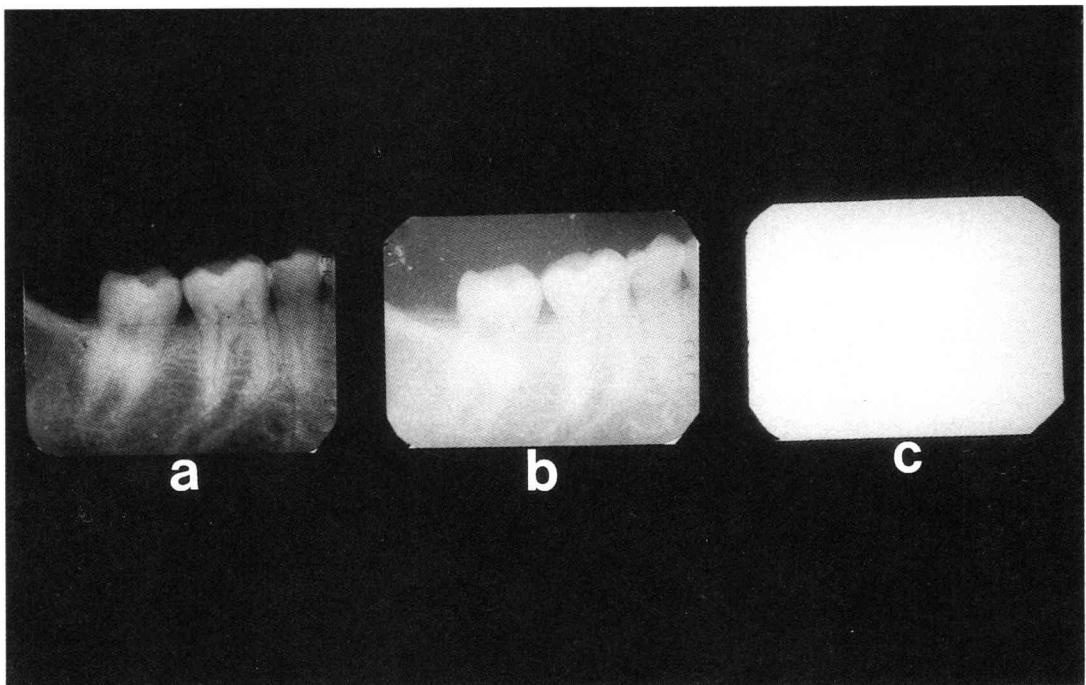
Examples of radiographs, of a dried human mandible, that were developed with new and weakened developing solutions.
